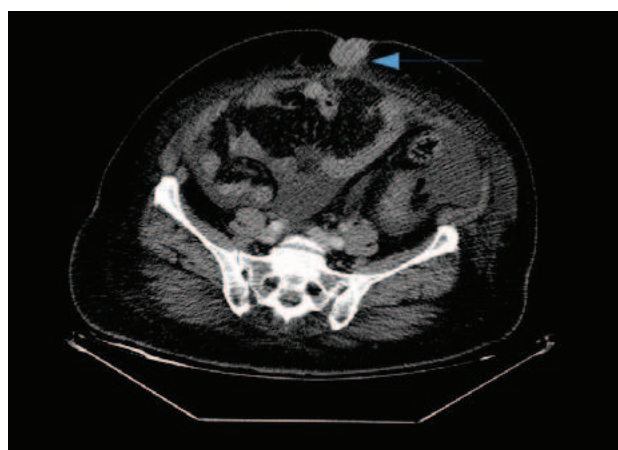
TC tóraco-abdomino-pélvico: masa ovárica izquierda con datos radiológicos compatibles con carcinomatosis peritoneal.
